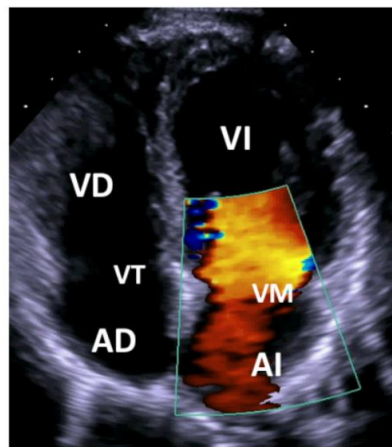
Doppler color superpuesto en B-mode en el plano de cuatro cámaras, donde, en Doppler la paleta de colores va desde azul a rojo, siendo azul una dirección contraria al transductor, y rojo hacia el transductor. VD: Ventrículo derecho. VI: Ventrículo izquierdo VT: Válvula tricúspide. VM: Válvula mitral. AD: Aurícula derecha. AI: Aurícula izquierda. VP: Vena pulmonar (García Fernández MA et al., s. f.).
